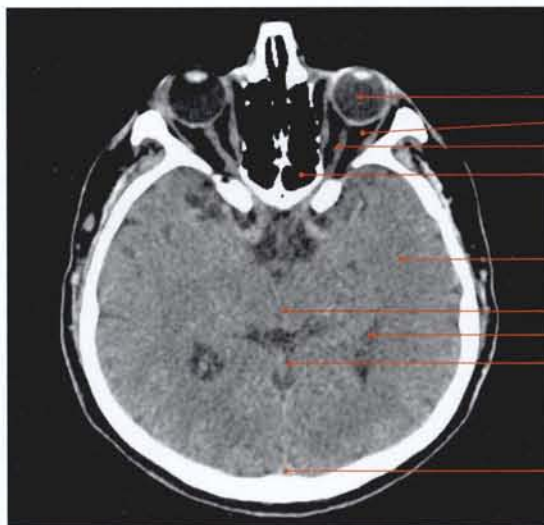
Tomodensitométrie (TDM) de la tête (coupe axiale transversale) (cliché Dr Th. Diesce)
